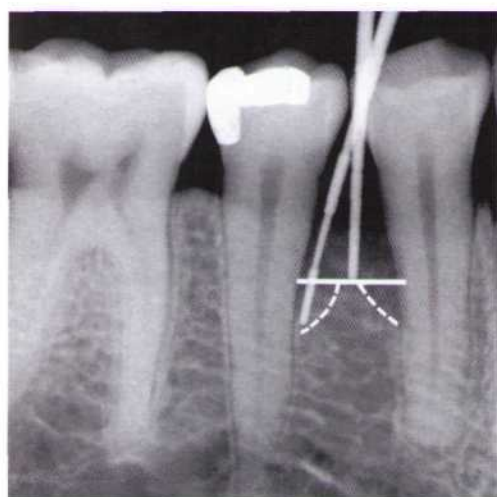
Двухстеночный костный дефект (межзубный кратер). Коронковая часть дефекта ограничена двумя костными стенками и двумя поверхностями зубов. В апикальном отделе двухстеночный дефект превращается в трехстеночный (обратите внимание на левый кончик зонда на рентгенограмме).
